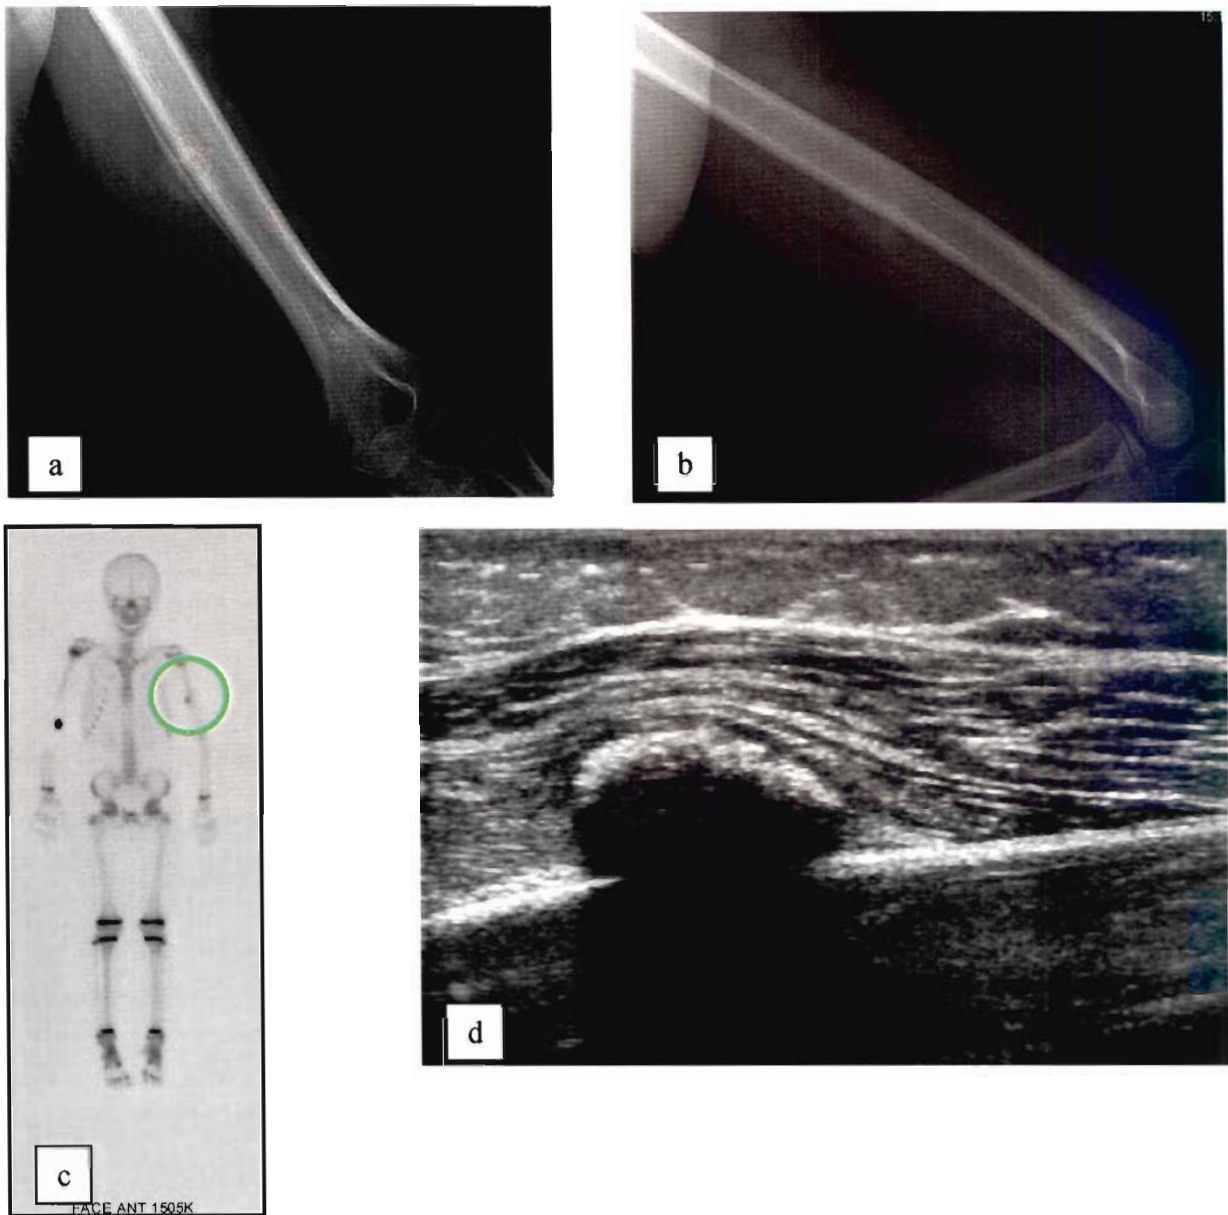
(cas 1) : Bilan réalisé 3 semaines après le scanner, comprenant des radiographies de face (a) et profil (b) du bras gauche, une scintigraphie osseuse (c) et une échographie (d)
